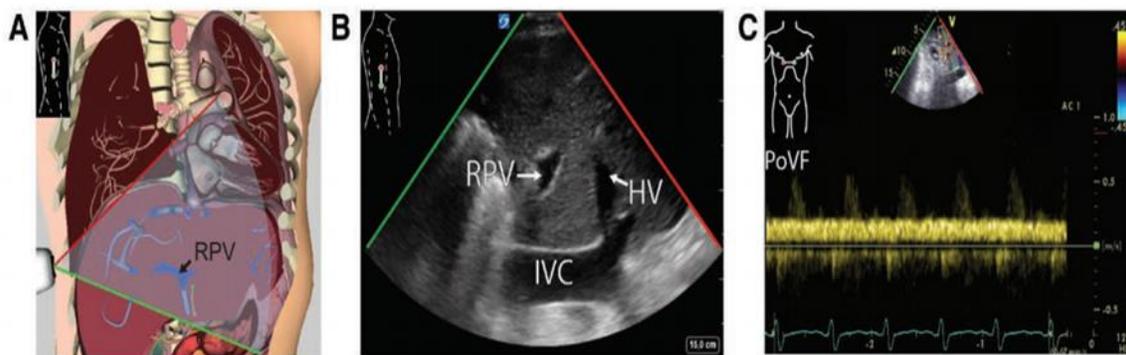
Flujo venoso portal (PoVF). A, posición de la vena porta derecha (RPV) obtenida de una vista axilar posterior. B) Imagen de ecografía transtorácica 2D correspondiente que muestra la posición relativa de la RPV, la vena cava inferior (IVC) y la vena hepática (HV). C: Evaluación con Doppler del flujo venoso portal
